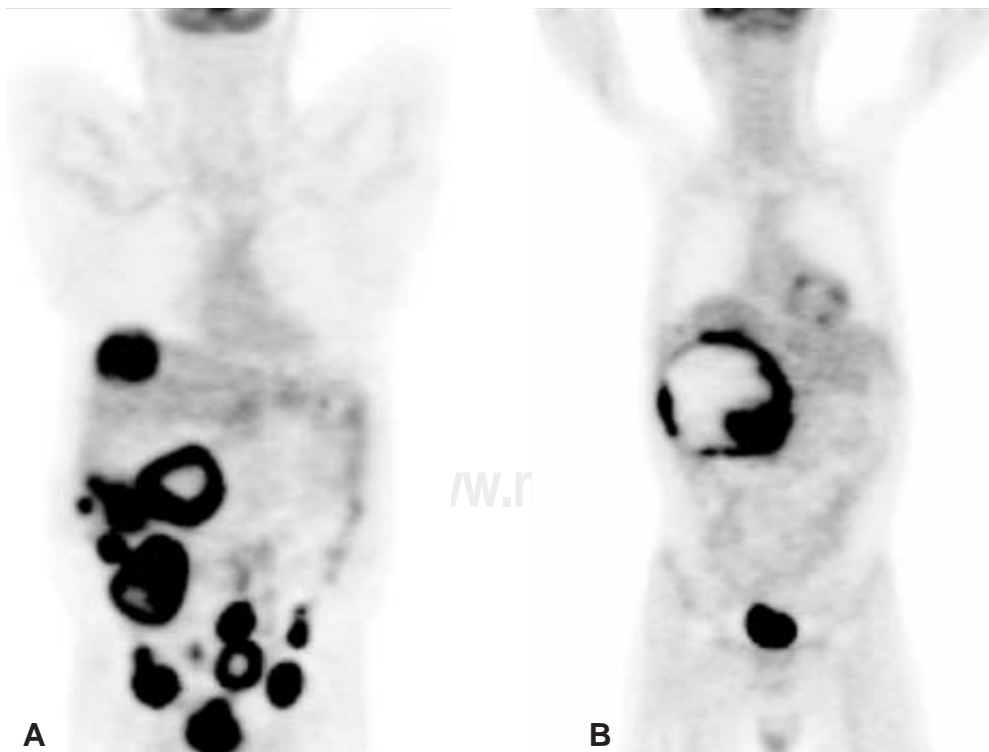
A. Paciente con múltiples metástasis peritoneales y hepáticas, medido por PET. B. Imagen por PET del mismo paciente posterior a 3 meses de tratamiento.
